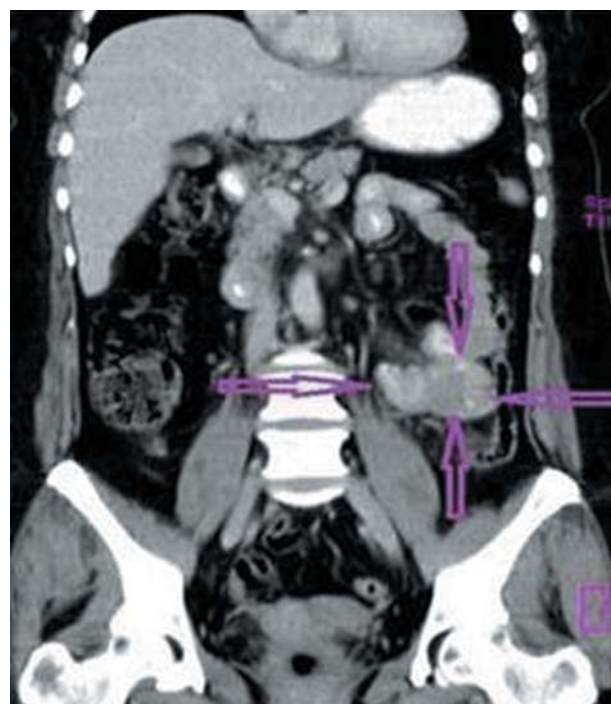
КТ-энтерография, продольный скан (стрелками обозначена опухоль тонкой кишки).
